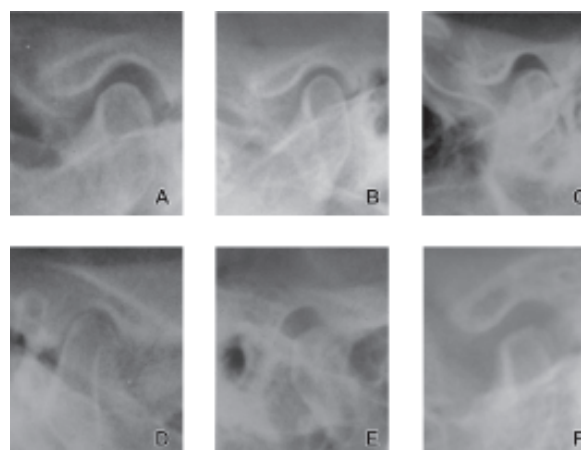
Radiografia transcraniana da articulação temporomandibular indicando a posição do côndilo em relação à fossa mandibular. (4.A) anatomicamente normal; (4.B) centralizada; (4.C) para posterior; (4.D) para superior; (4.E) para anterior; (4.F) para inferior.
